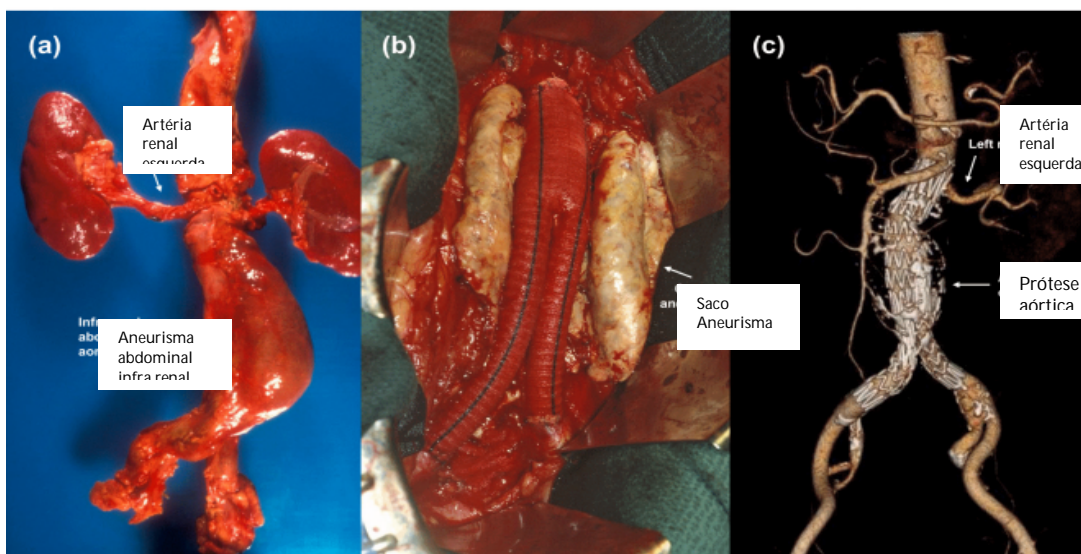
Imagens de aneurismas da aorta abdominal infra-renal. a) Amostra de autópsia mostrando a relação de um aneurisma infra-renal intacto. (b) Fotografia per operatória durante cirurgia aberta trans abdominal c) imagem de Angio-TC após EVAR
